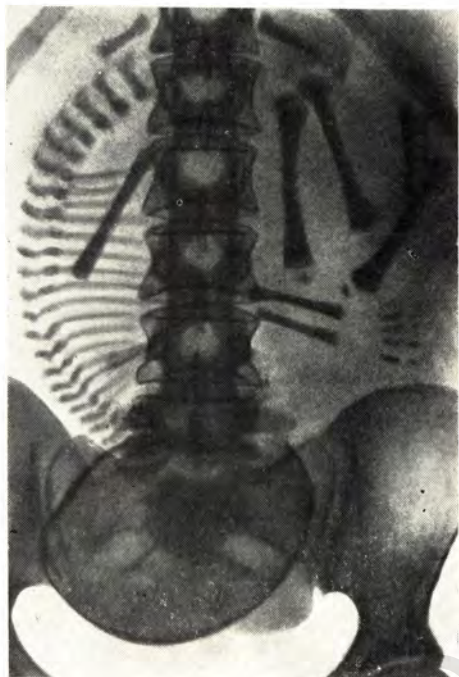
Обзорная прямая рентгенограмма живота беременной. Головное предлежание плода, вторая позиция.
